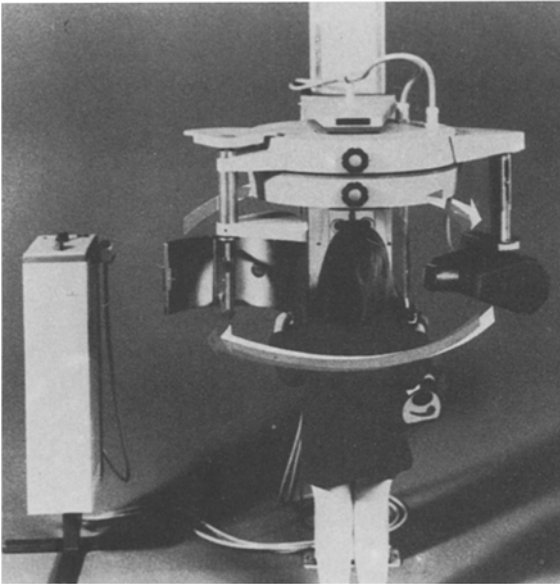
Orthopantomograph der Firma Siemens¹
